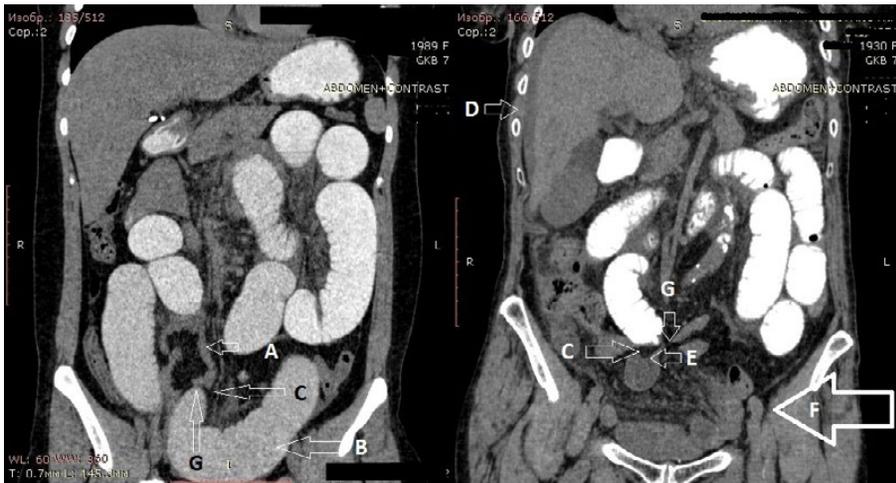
Рентгеновская компьютерная томография при острой спаечной тонкокишечной непроходимости: А — спавшаяся петля тонкой кишки; В — дилатированная петля тонкой кишки; С — симптом «зазубрина жира»; D — свободная жидкость; E — симптом «клюва»; F — С-образная петля тонкой кишки; G — место локализации тонкокишечной непроходимости
